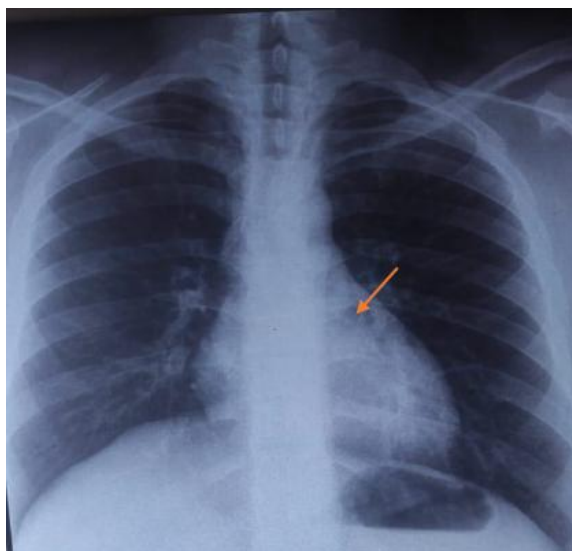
Radiographie thoracique de face objectivant une petite clarté rétro cardiaque (→) en rapport avec un pneumomédiastin de faible abondance.
